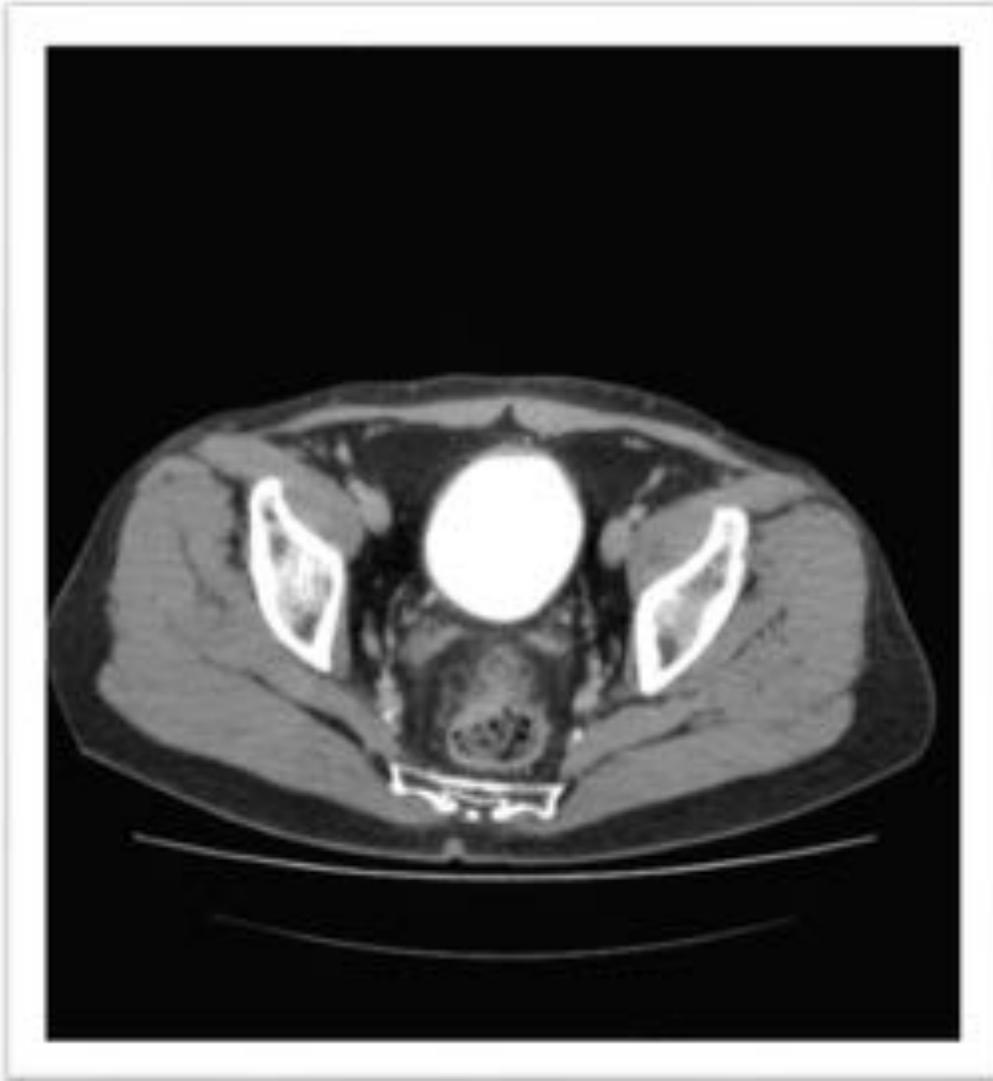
Imagen TC axial. Posición y detalle de los uréteres, en su trayecto distal, buscando la inserción en el suelo vesical.
